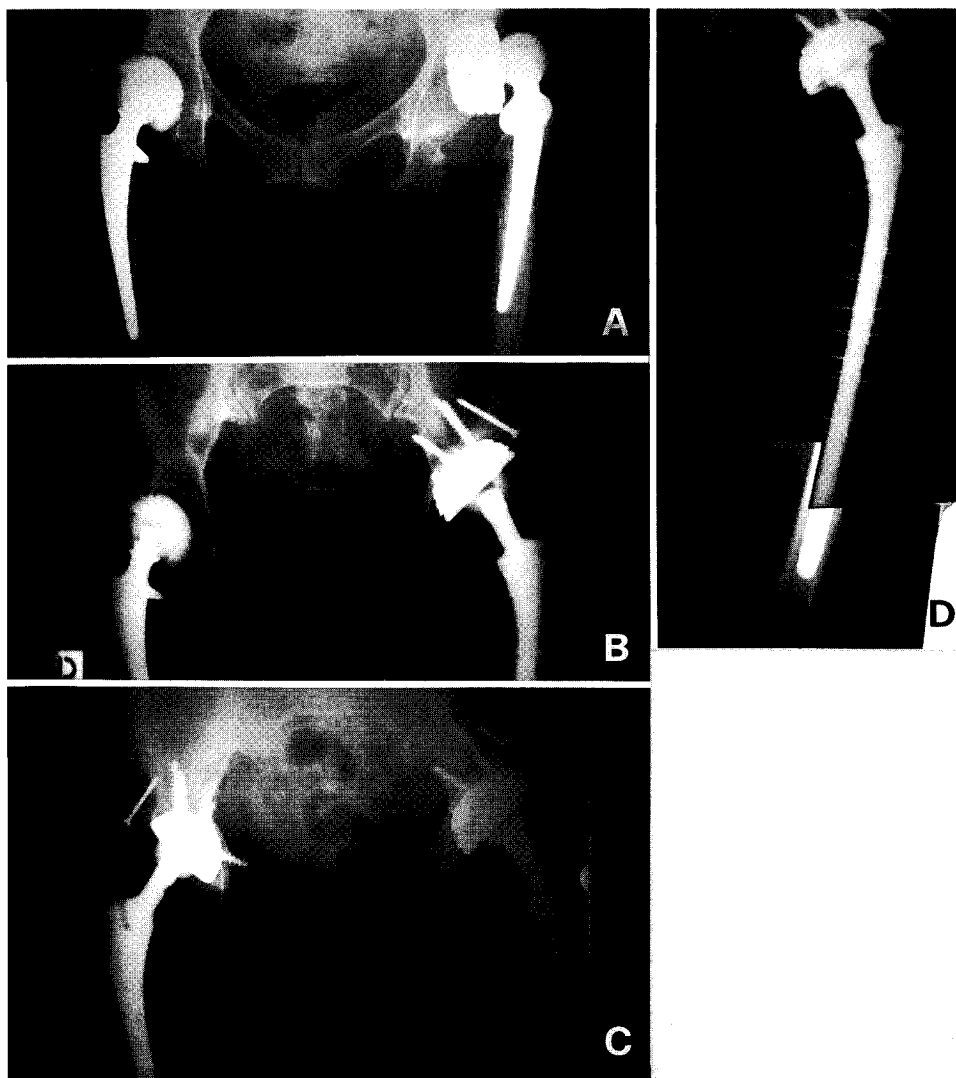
Immagini radiografiche di un caso di reimpianto multiplo bilaterale per scollamento asettico. La paziente giunse alla nostra osservazione dopo aver subito in altra sede un primo reimpianto bilaterale, con protesi non cementata a sinistra e protesi mista a destra (A), per il fallimento di protesi cementata a destra, non cementata a sinistra (i radiogrammi relativi non sono in nostro possesso). Presso la nostra clinica è stato eseguito il secondo reimpianto prima a sinistra, dove è stato necessario utilizzare una megaprotesi femorale con cerchiaggi per stabilizzare una fissurazione della diafisi (D) ed un cotile con viti (B), e successivamente a destra dove è stata inserita una protesi femorale non cementata ed un cotile con viti (C).
